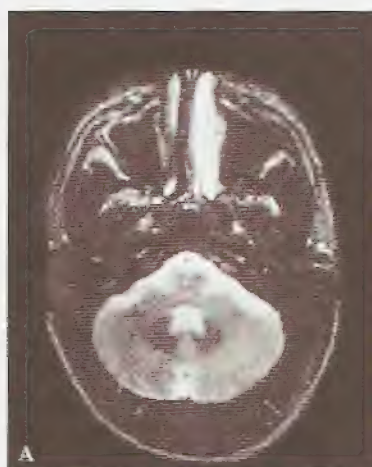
Corte transversal do crânio obtido por ressonância magnética nuclear. A) estruturas ósseas e cerebelo; B) globos oculares, trajetos nervosos, cérebro e ossos.
